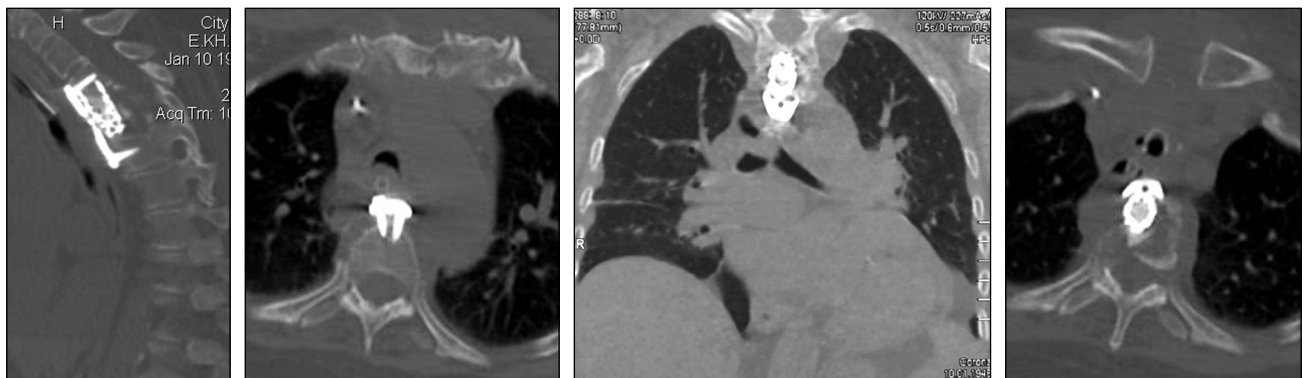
Послеоперационные компьютерные томограммы грудного отдела позвоночника. Положение имплантируемых металлоконструкций удовлетворительное, кифотическая деформация и компрессия спинного мозга устранены.
